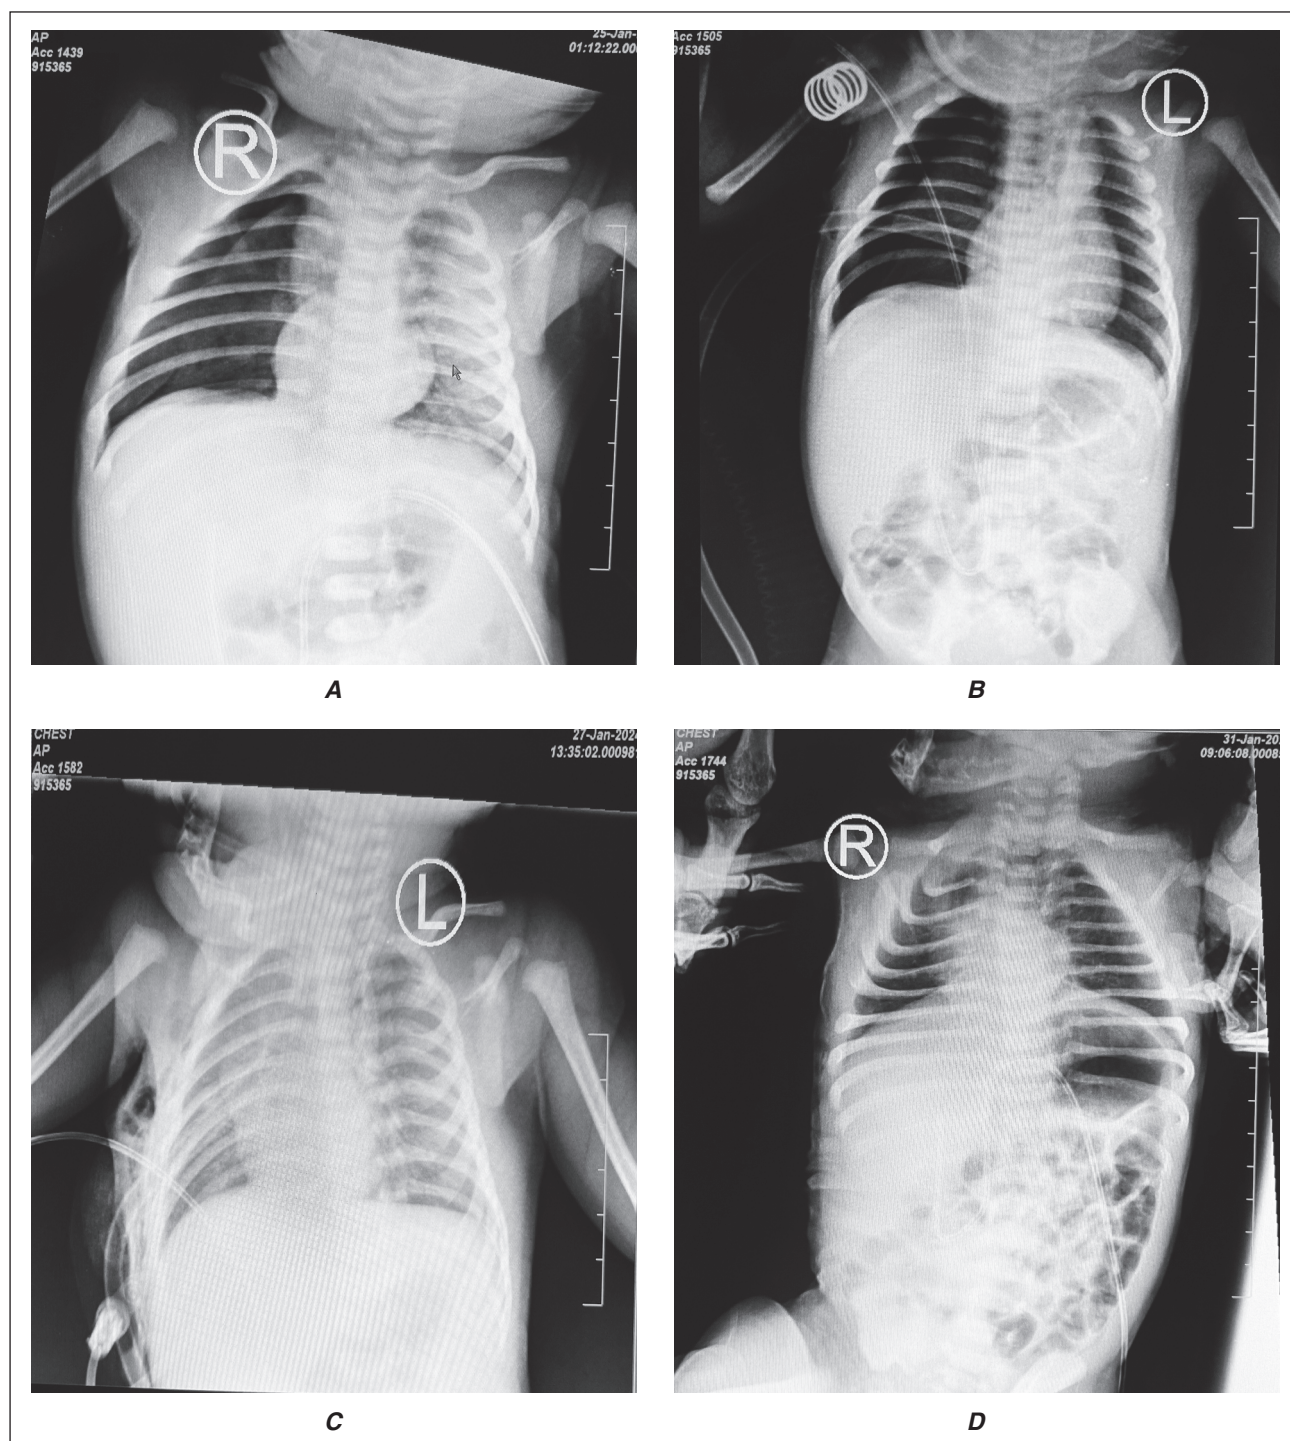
Thoracic X-ray. A — at the time of birth; B — after the modified chest tube drainage insertion; C — on the second day of treatment; D — day 6 prior to the patient's discharge
